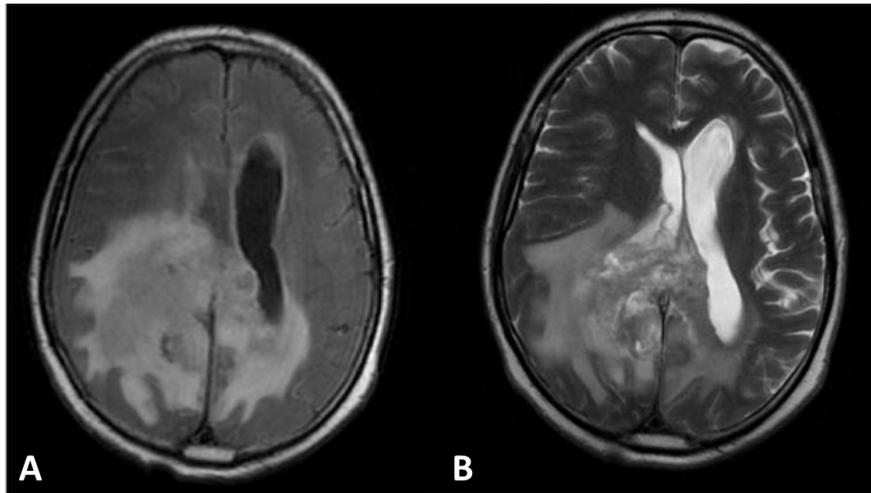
Imagens de RM com evidência de lesão infiltrativa, edema perilesional e acometimento de fibras brancas do corpo caloso com extensão contralateral (A e B).
